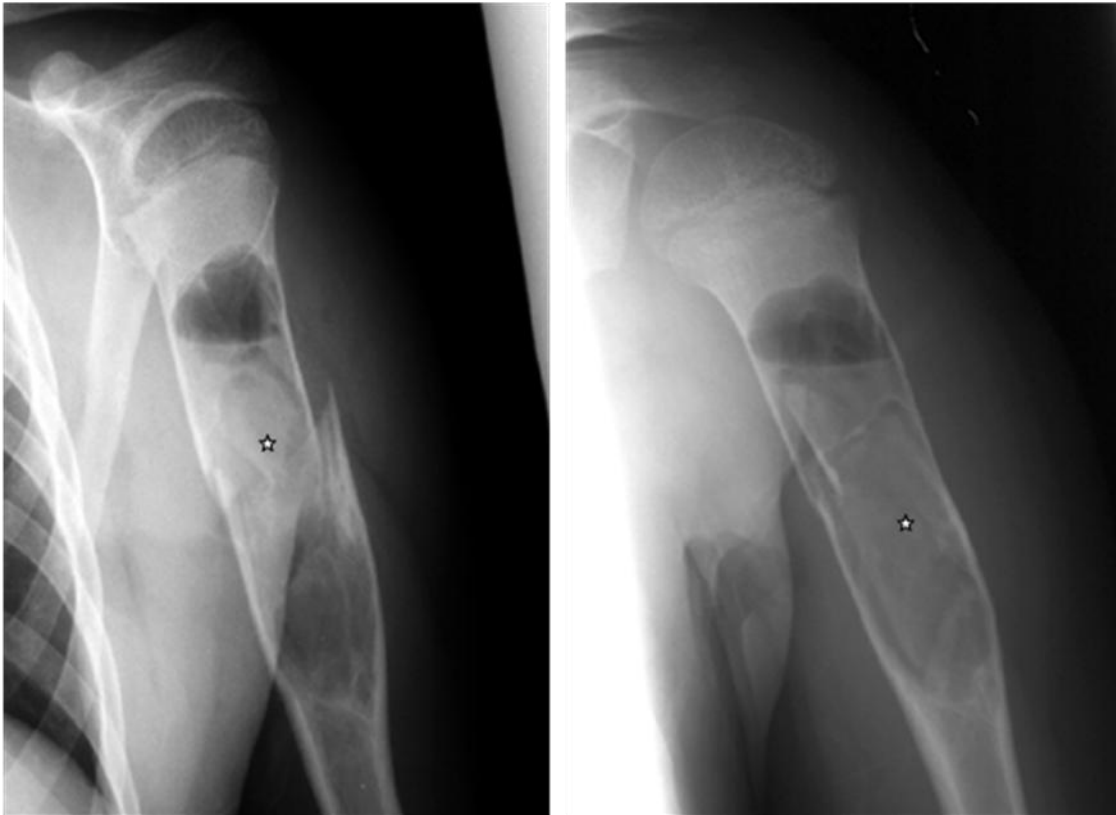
88. Dos Radiografías de pacientes diferentes con fractura patológica del humero proximal debida a quiste óseo. Dentro de la cavidad quística se observa un fragmento óseo (*) que se ha desprendido del sitio de fractura.
